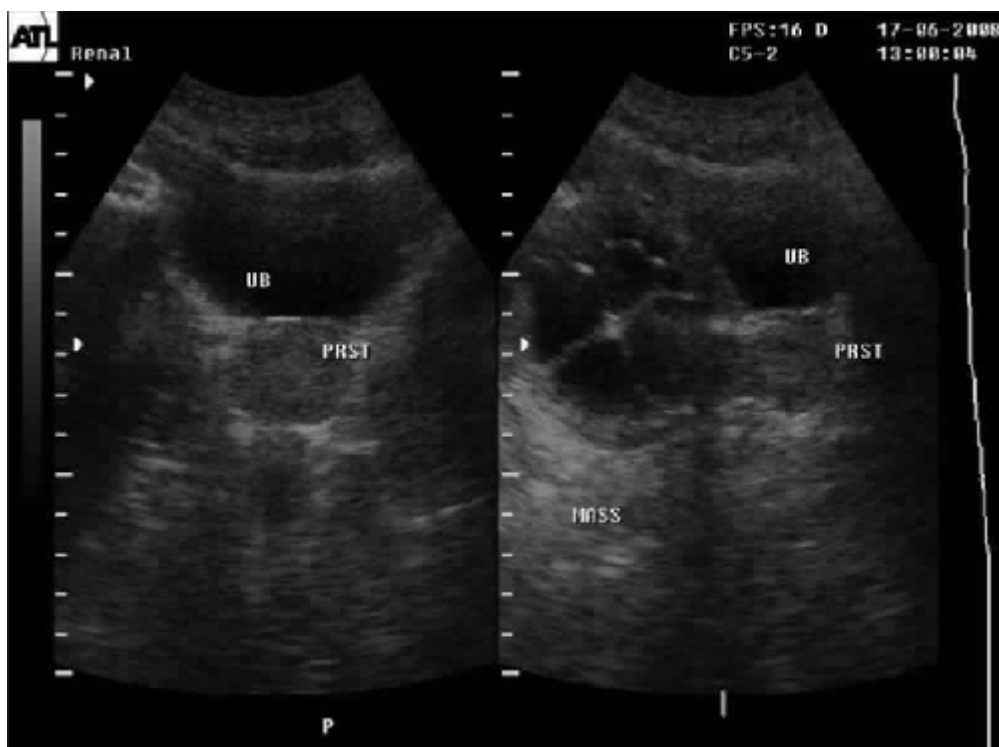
Échographie abdominale montrant un kyste hydatique multiloculaire de la vésicule séminale droite avec un effet de masse sur la vessie et la prostate.
